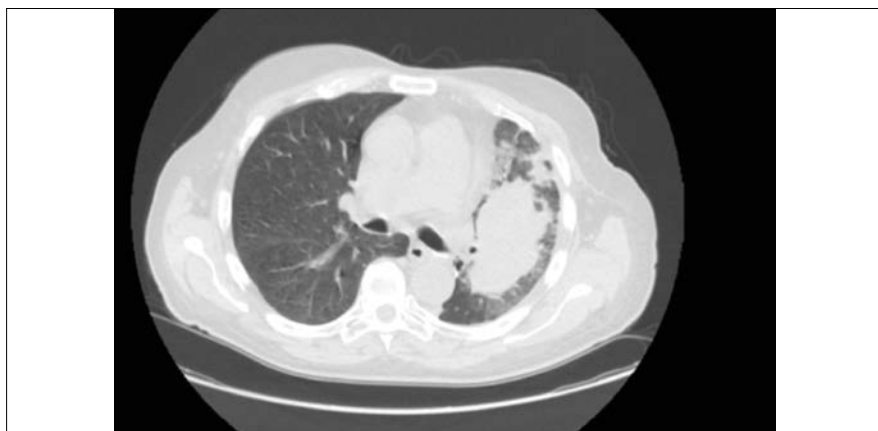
TC torace del 13 dicembre 2018 (con artefatti di movimento): lesione ilare sinistra di 88 x 52 mm e molteplici aree nodulari satelliti. Ridotto aspetto a vetro smerigliato.
